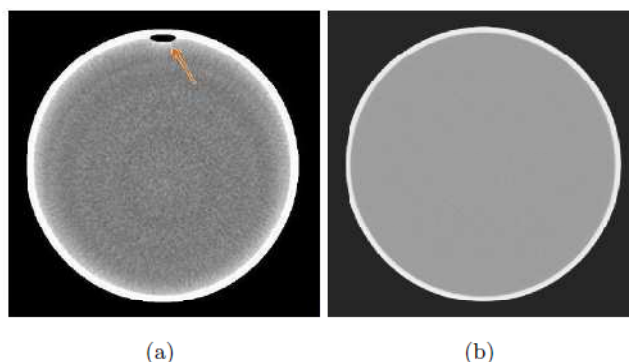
Artefactos en la imagen: Dos imágenes TC de un maniquí de agua (a) en el borde superior se observa un artefacto de anillo producido cuando un elemento del conjunto de detectores no registra la señal de atenuación (Department of Radiology Mayo Clinic Jacksonville, USA)(b) imagen sin artefacto, todo el sistema TC está en buen funcionamiento[9]
